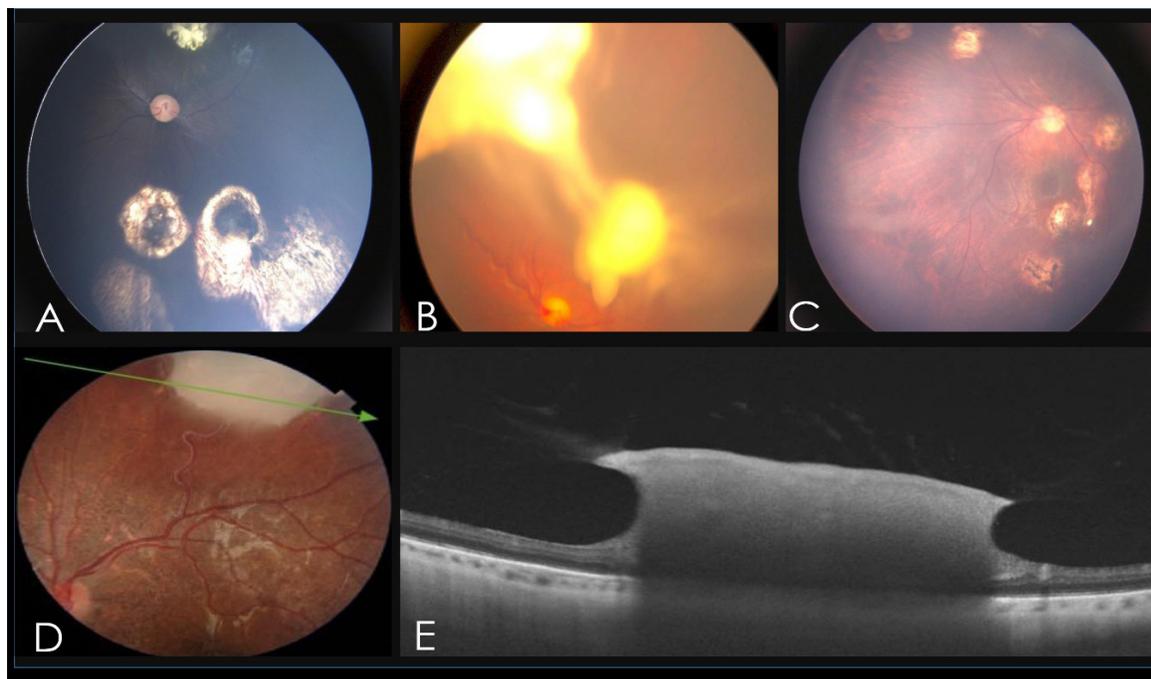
Representative of study cases of RB and treatments. A) RB group B with varied resolution (calcification, atrophy of retinal pigment epithelium-RPE). B) Diffuse RB with high vitreous seeding. C) Complete resolution of retinoblastoma with multiple vitreous seeding after intravitreal and intraarterial chemotherapy and transpupillary thermotherapy. D) RB group B with image similar to fish-flesh. E) Optical Coherence Tomography of the eye shown in D.
